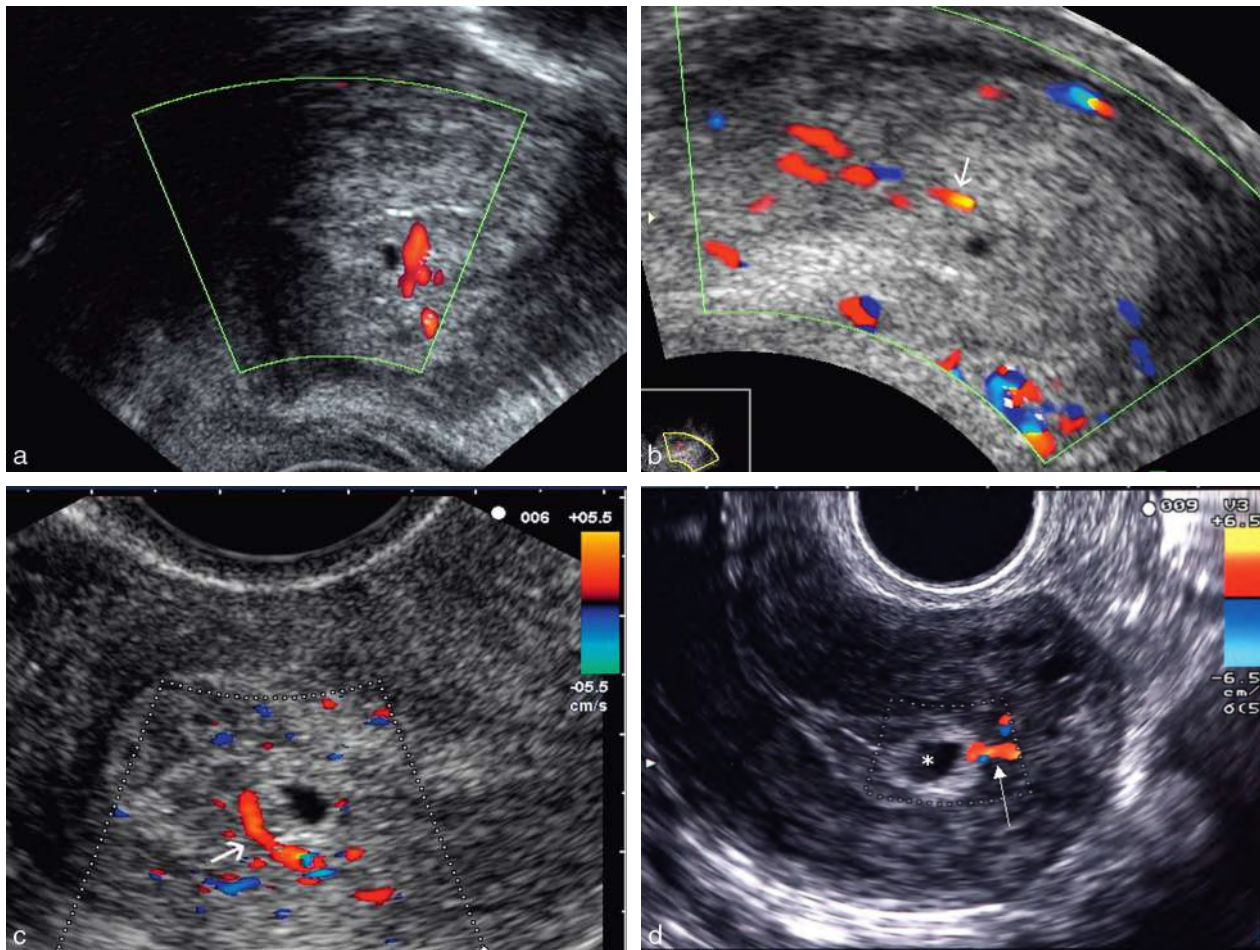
Grossesse très jeune, Doppler. a. Retard de règles de 2–3 jours : Doppler « énergie » positif dans l'endomètre, à côté d'un œuf de 2 mm. b. Doppler couleur intramuqueux (→), à proximité d'un petit « kyste » = grossesse. c. Sac ovulaire de 4,5 SA, un néovaisseau (→) bien visible longe la couronne trophoblastique. d. Image piège : polype muqueux contenant une grosse glande kystique (*) et son vaisseau nourricier (→).
